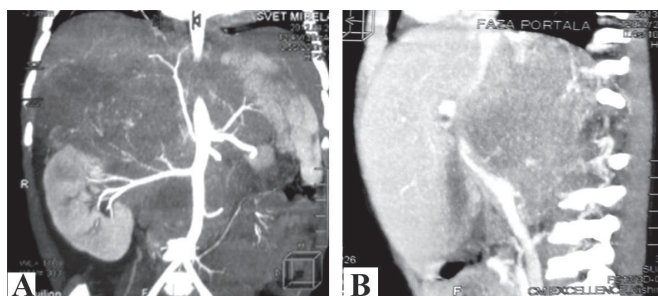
CT/RMN: A – corelarea topografică cu vasele magistrale abdominale și vascularizarea tmorii, B – invadarea măduvei spinării
